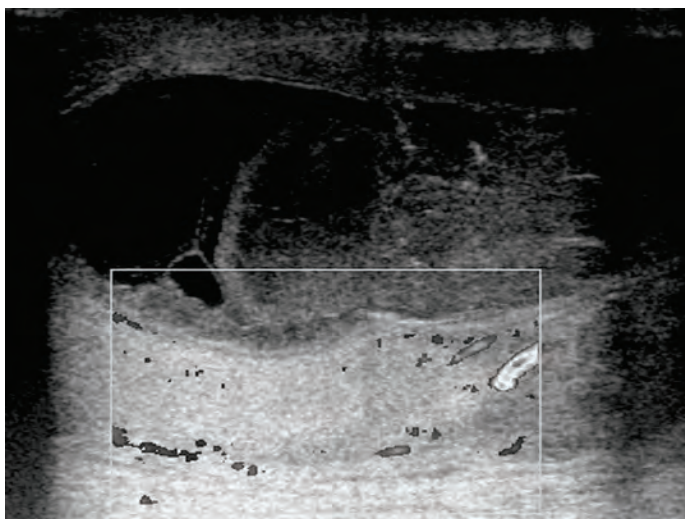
Ecografía doppler color del escroto que muestra una colección y cambios inflamatorios en el epididimo
